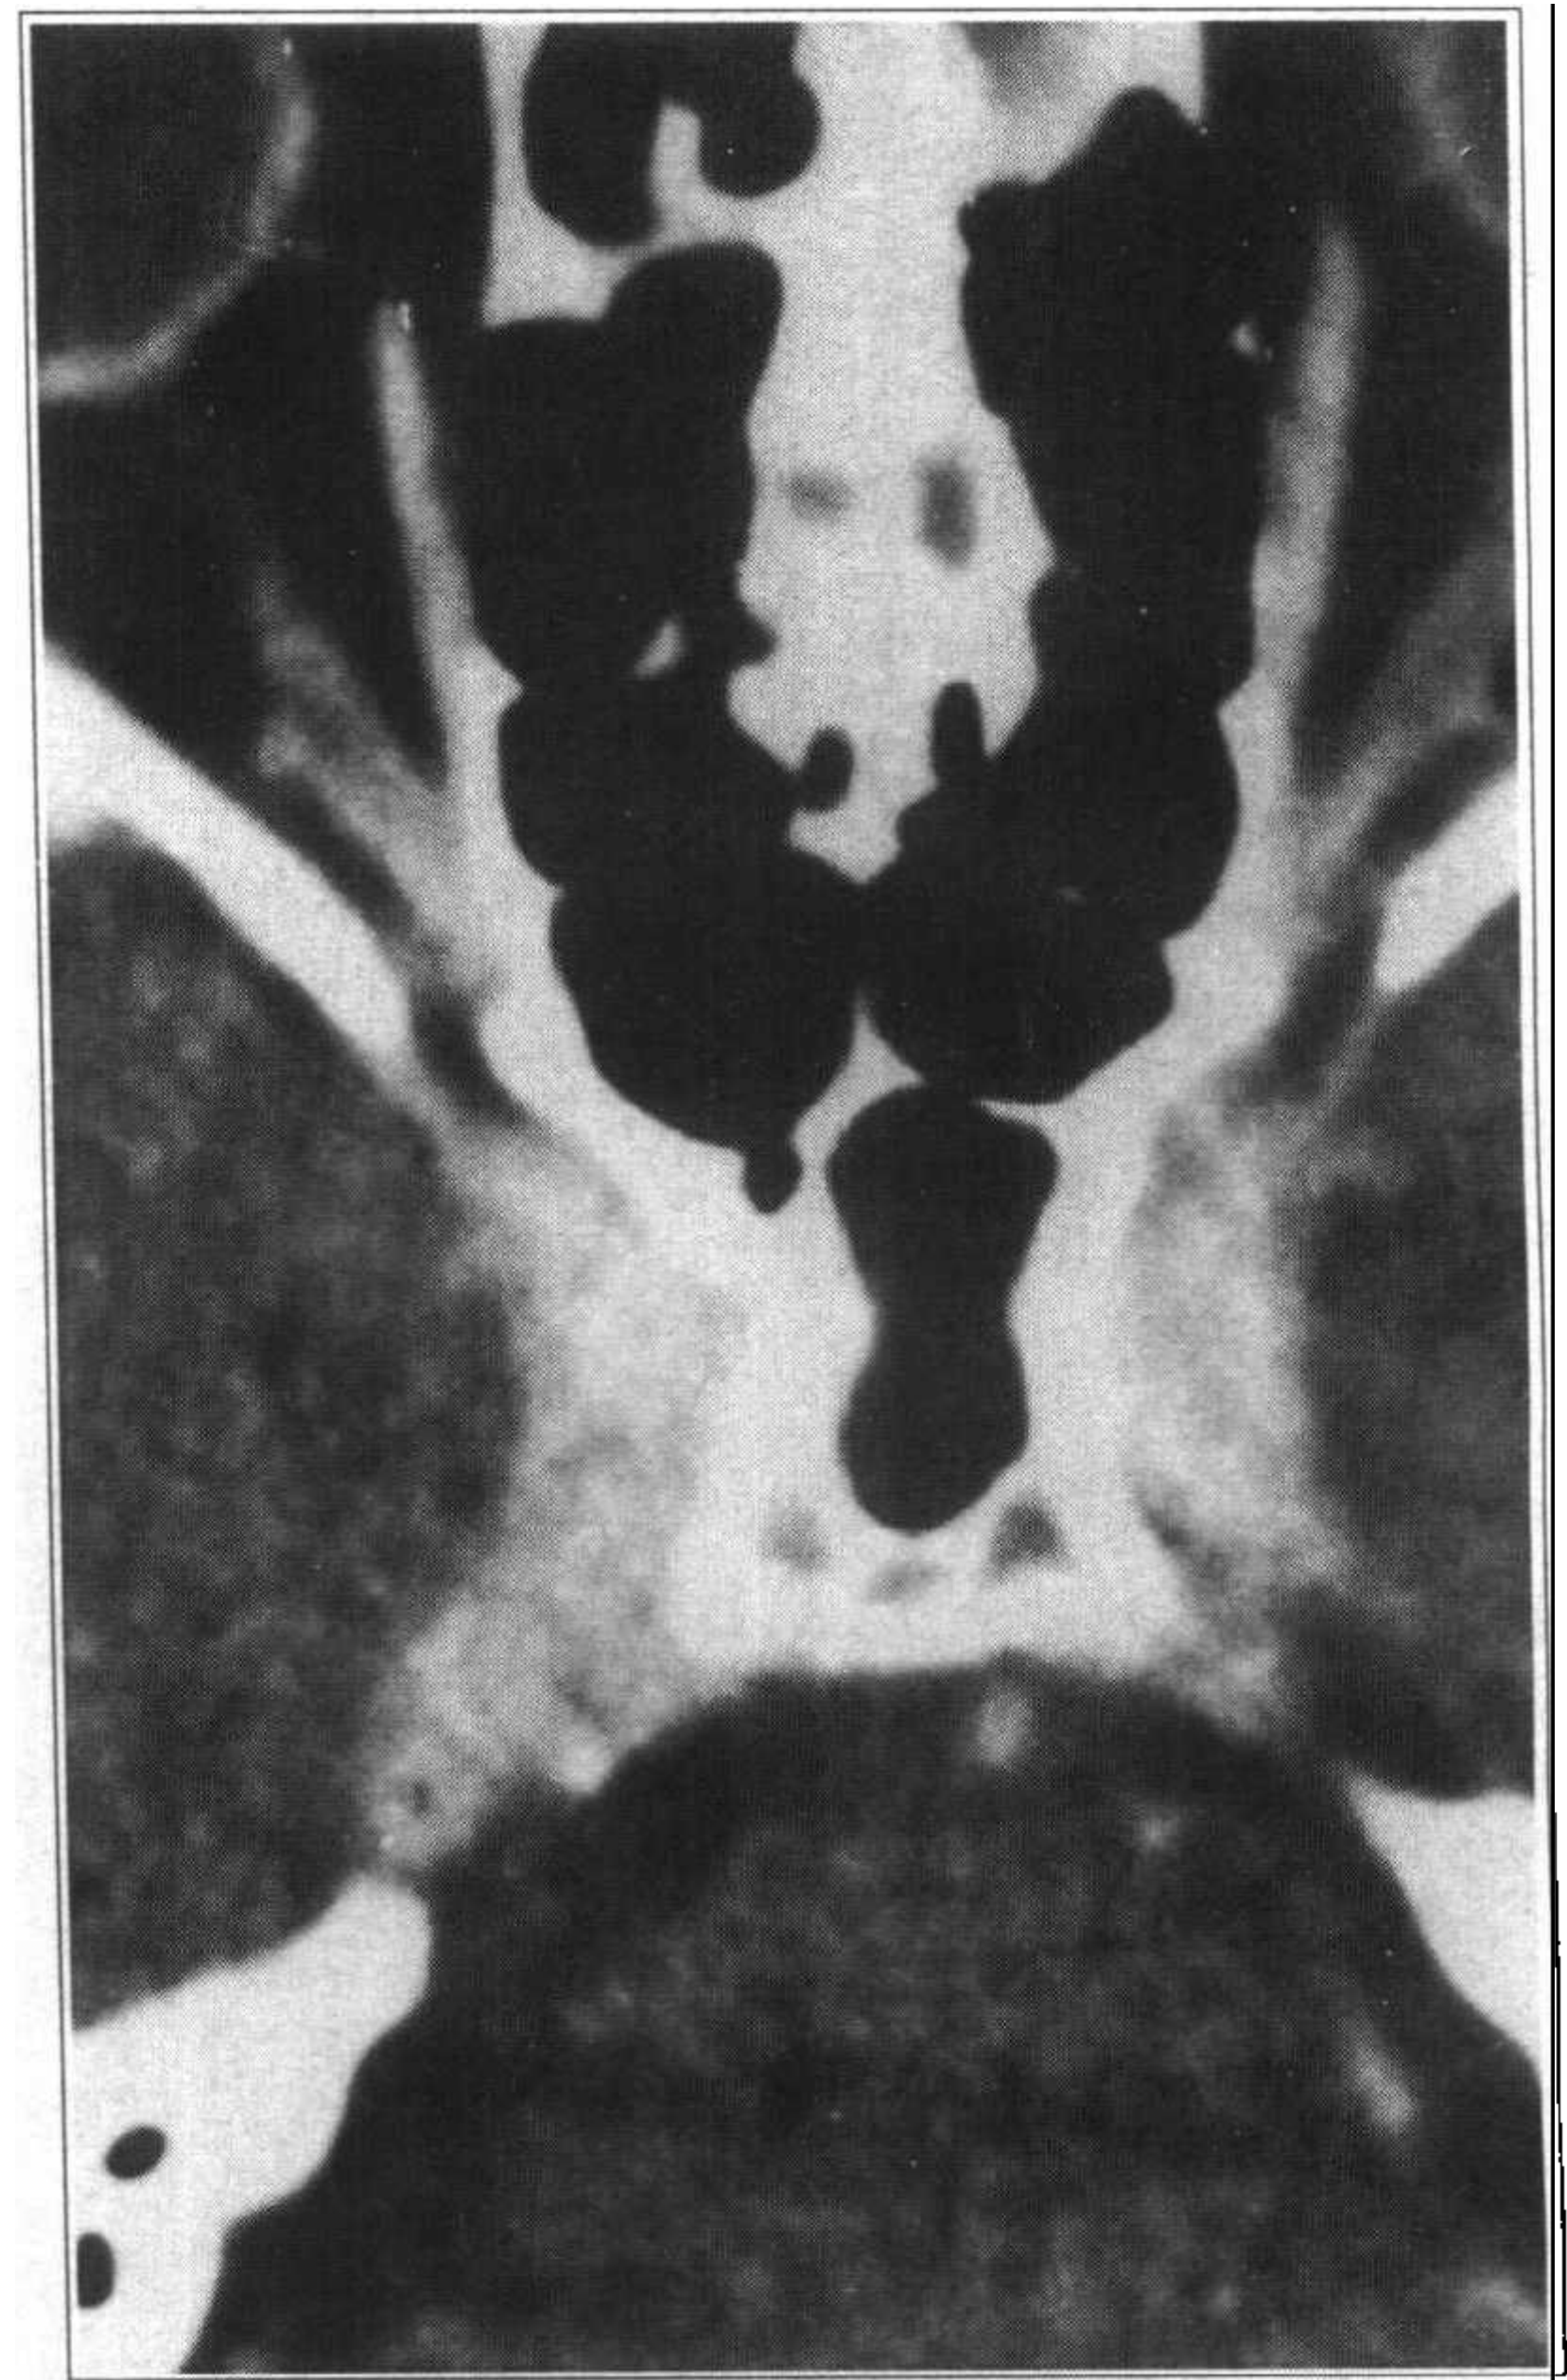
结节病,右侧三叉神经结肉芽肿增强 CT 扫描仪可见右 Meckel 腔被增强组织填充
